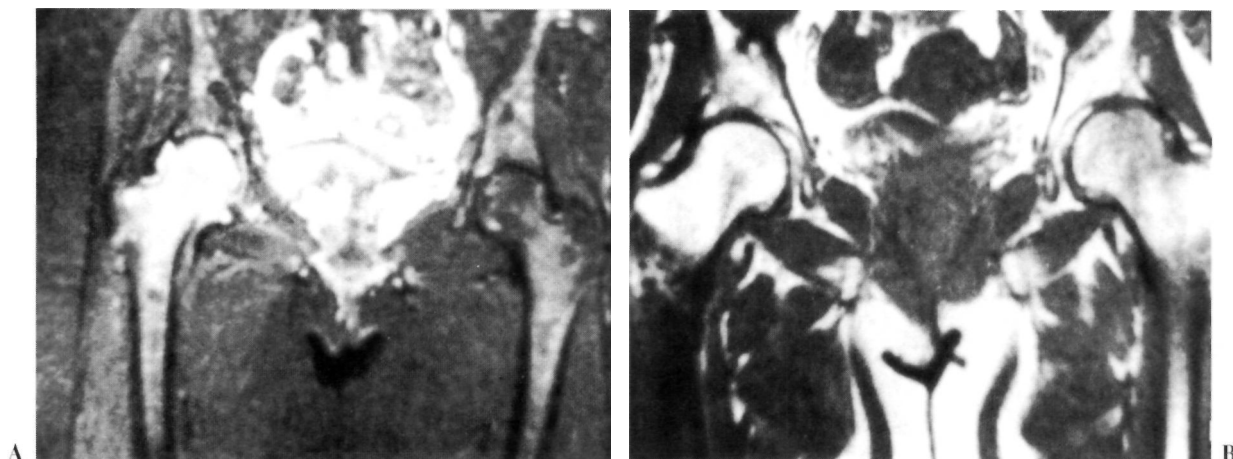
Imagen de RM. plano coronal en STIR de paciente diagnosticada de OTC (A). Se evidencia una hiperintensidad lesional que afecta al fémur derecho abarcando la epífisis, la metafisis y la porción proximal de la diáfisis. Mínima reacción articular con pequeño derrame. La imagen B corresponde a plano coronal potenciado en T1 de paciente diagnosticada de OTC. La cadera izquierda presenta una hipointensidad secundaria a edema de médula ósea, que a diferencia de la imagen anterior está más localizada en epífisis y parte del cuello femoral.
